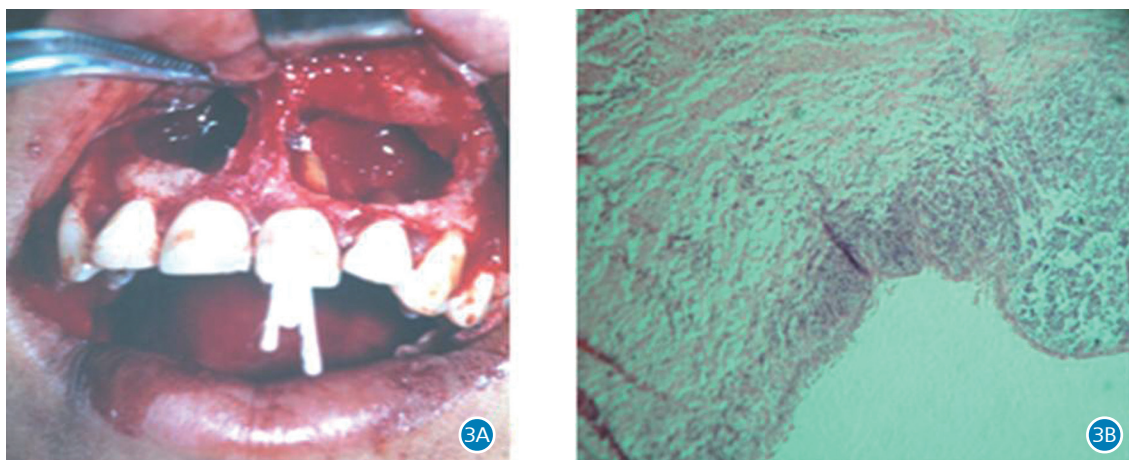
Obturação simultânea do canal radicular do dente 21; 3B. aspecto microscópico do cisto periapical com moderado infiltrado inflamatório crônico
